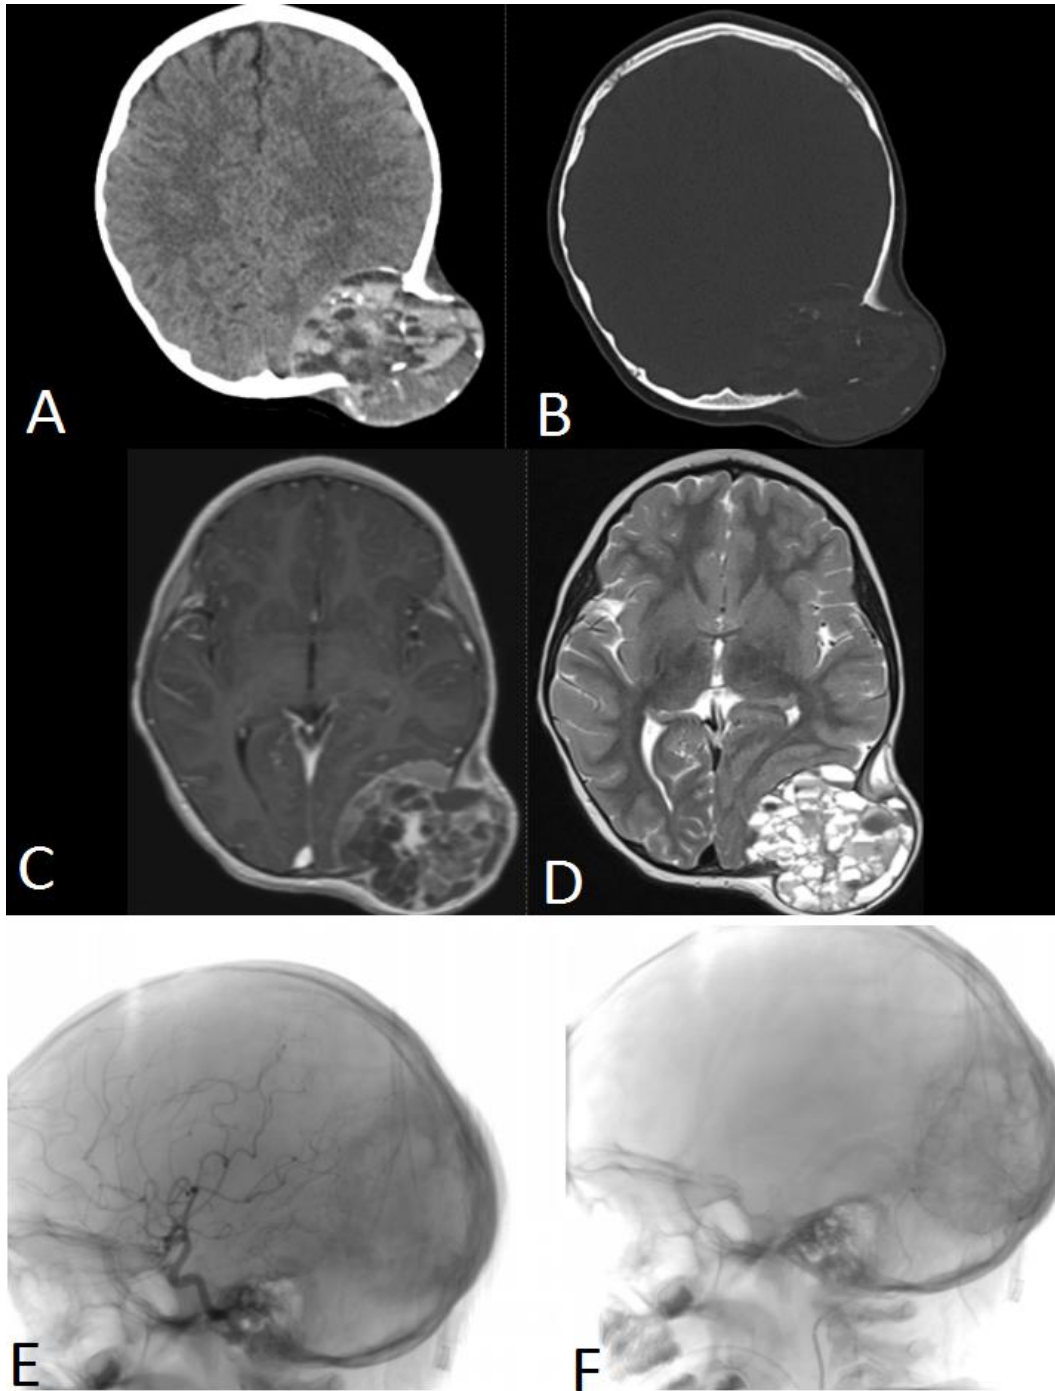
(A y B) Imágenes de tomografía simple de cráneo en ventana de tejidos blandos y ventana ósea donde se evidencia lesión de bordes bien definidos intra y extracraneal localizada en región parietooccipital izquierda que comprime encéfalo subyacente. Adicionalmente con erosión de tabla ósea adyacente, múltiples quistes intralesionales y calcificación de tabiques y paredes tumorales. (C y D) Imágenes de resonancia cerebral simple y contrastada en ponderación T1 con gadolinio (C) y T2 (D) donde se identifican múltiples quistes intralesionales con nivel líquido-líquido, realce
